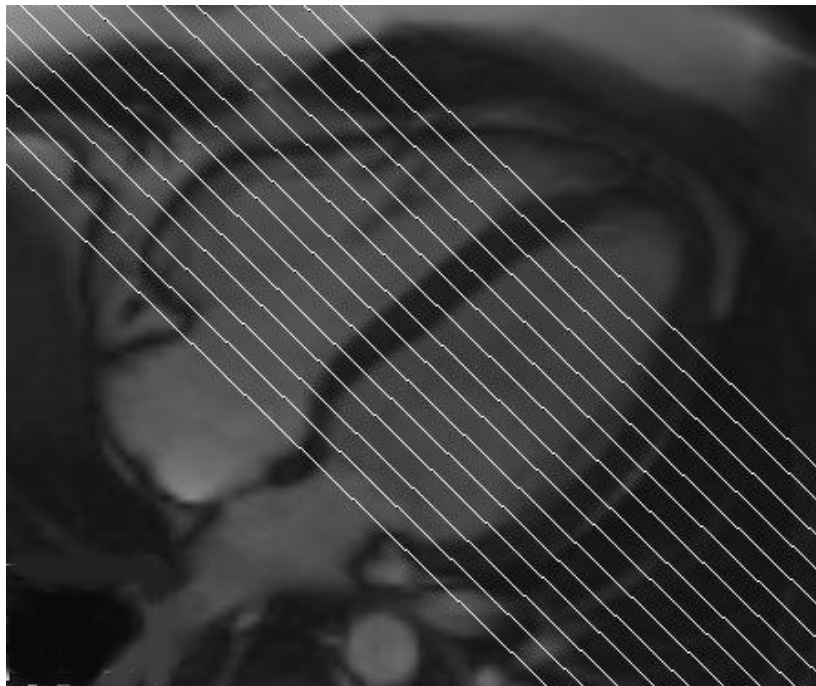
Vier-Kammer-Blick MRT Bild, in welchem die LV kurze Achse Schichten geplant werden.
